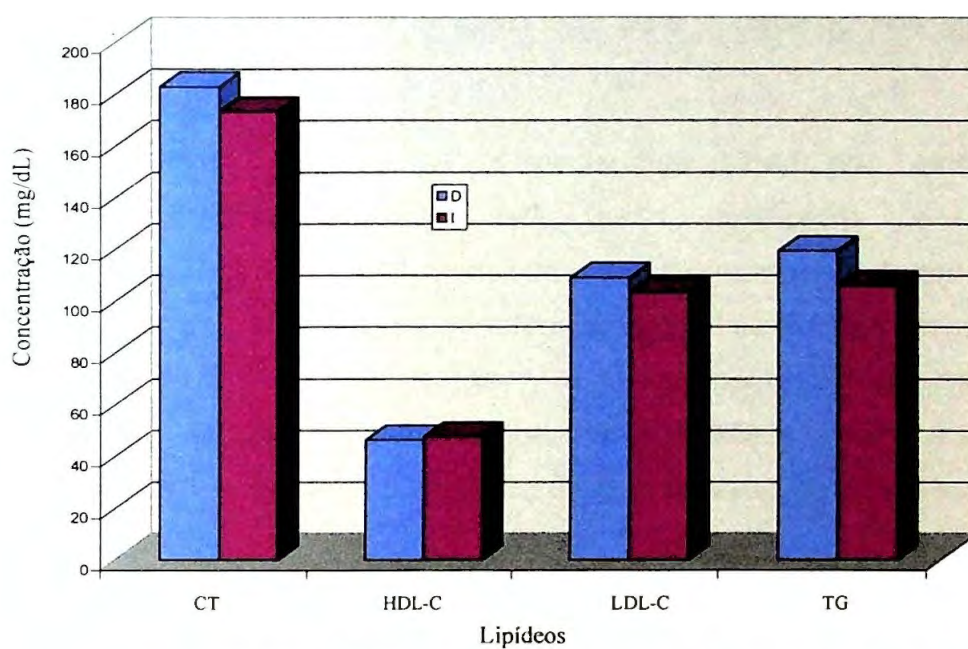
Efeito do polimorfismo I/D no peptídeo sinalizador do gene da apo B sobre os parâmetros lipídicos dos indivíduos afro-brasileiros das quatro comunidades de Mato Grosso do Sul (São Benedito, Limão, Furnas do Dionísio e Boa Sorte); D: alelo de deleção do polimorfismo no peptídeo sinalizador do gene da apo B; I: alelo de inserção do polimorfismo no peptídeo sinalizador do gene da apo B; CT: colesterol total; HDL-C: colesterol da HDL; LDL-C: colesterol da LDL; TG: triacilgliceróis.
